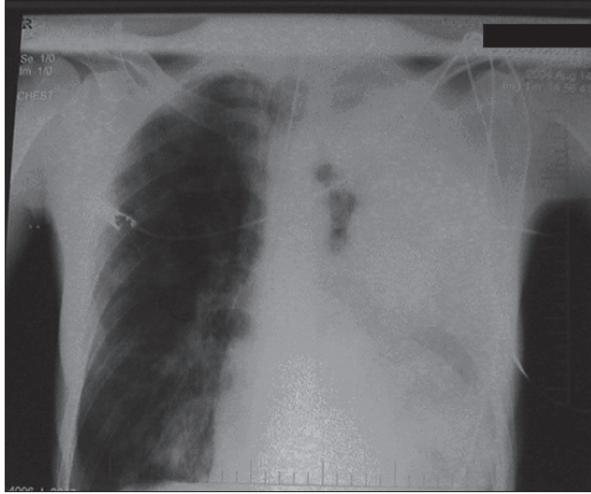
Başvuru PA akciğer grafisi
